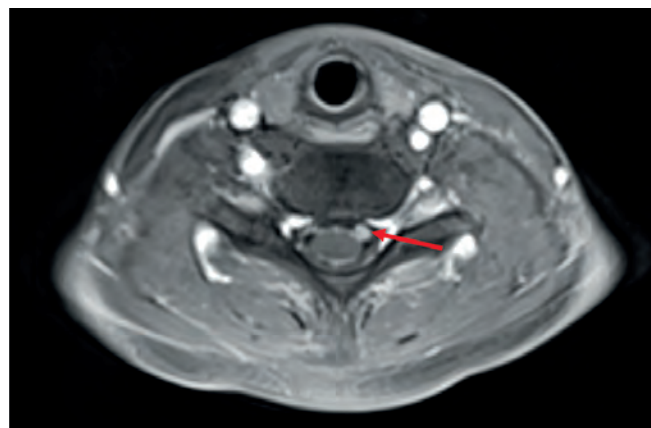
МРТ в последовательности T1 с внутривенным контрастированием, аксиальная проекция: по ходу мягкой мозговой оболочки спинного мозга определяется очаг, интенсивно накапливающий контрастный препарат (стрелка)
